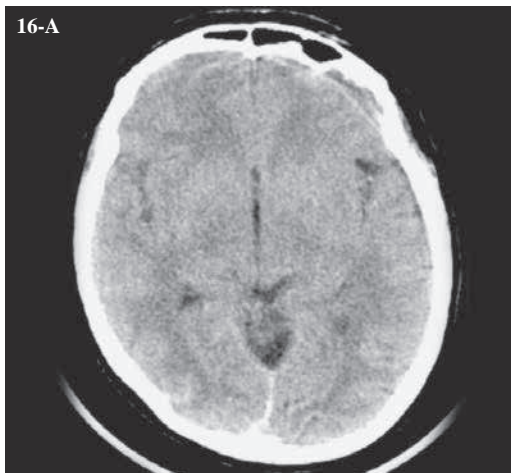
(16-A) TC de cerebro sin evidencia de HSA
